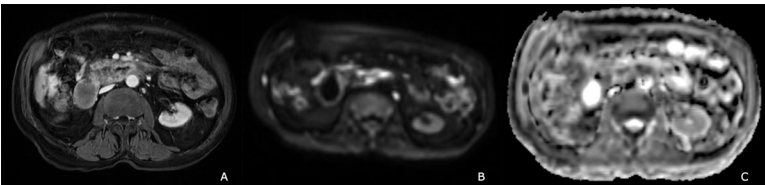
Ressonância magnética em T1 venoso pós-contraste. A: Observa-se espessamento e realce parietal da terceira porção do duodeno (→); B: ocorreu restrição de difusão na área da lesão; C: comprovação da lesão no Mapa de ADC.
